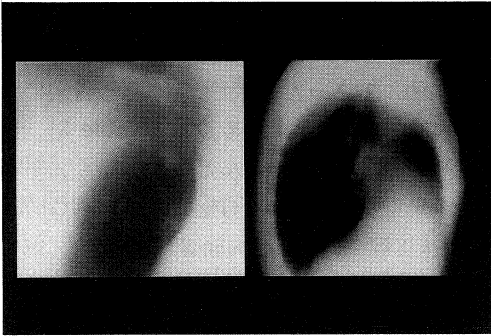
Tomography of the lung
